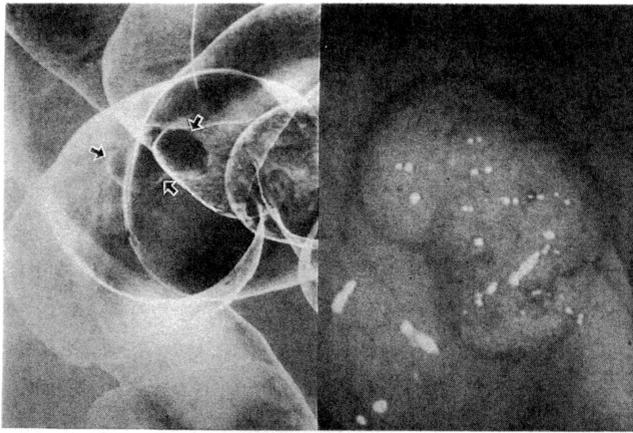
a, b: 症例3 注腸X線および内視鏡所見。Raに径20mmのIs型病変がみられる。
